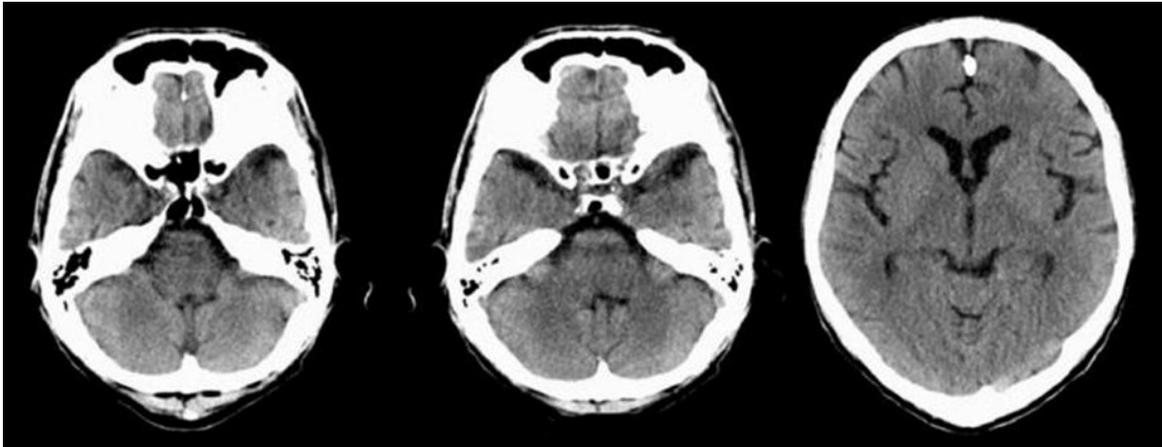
TAC de cráneo después del tratamiento, donde se observa la desaparición de las lesiones iniciales
